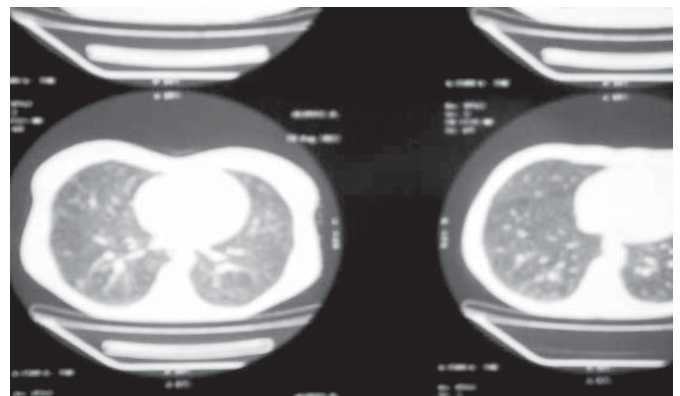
КТ органов грудной клетки больной А.
